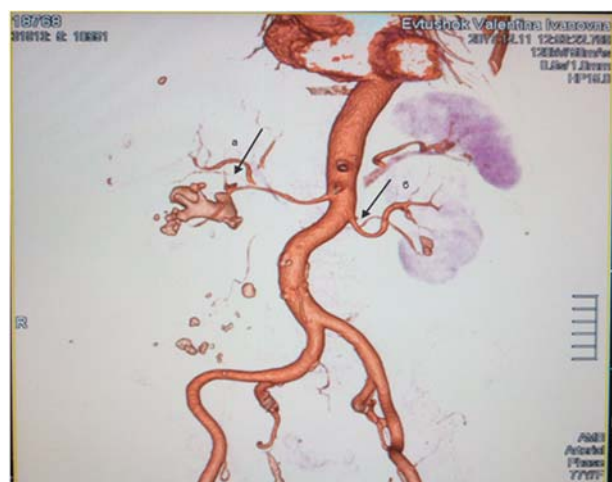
МСКТ. ОР реконструкции. Представлены экстрахиллярные артерии, а – правая верхнеполярная, б – левая нижнеполярная, в полостной системе почек определяются конкременты
